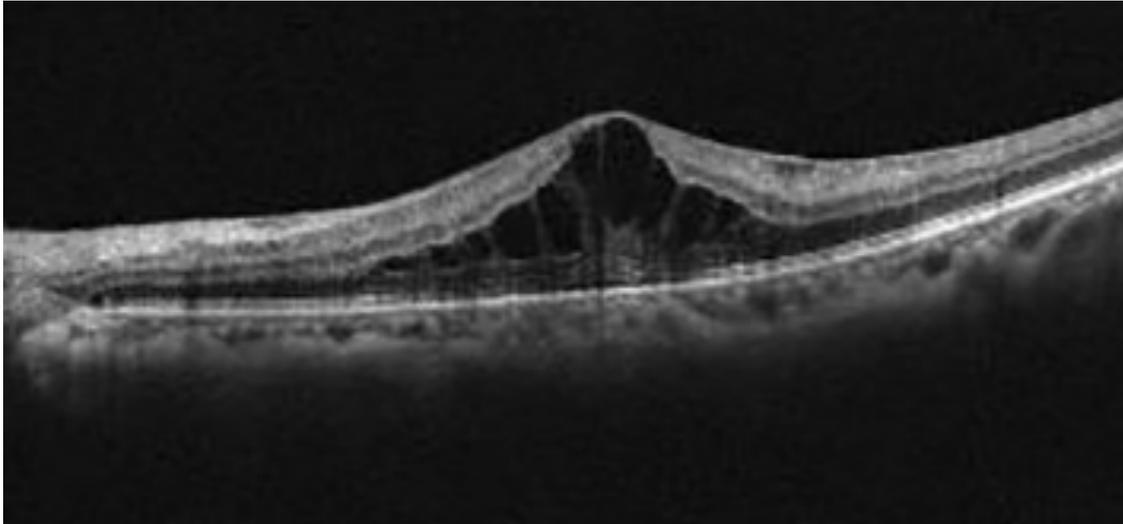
Darstellung eines Makulaödems mit beginnender zystischer Abgrenzung bei ZVV in der optischen Kohärenztomographie (Quelle: A. Jousseaume, Retinale Gefäßerkrankungen, Springer 2012).
